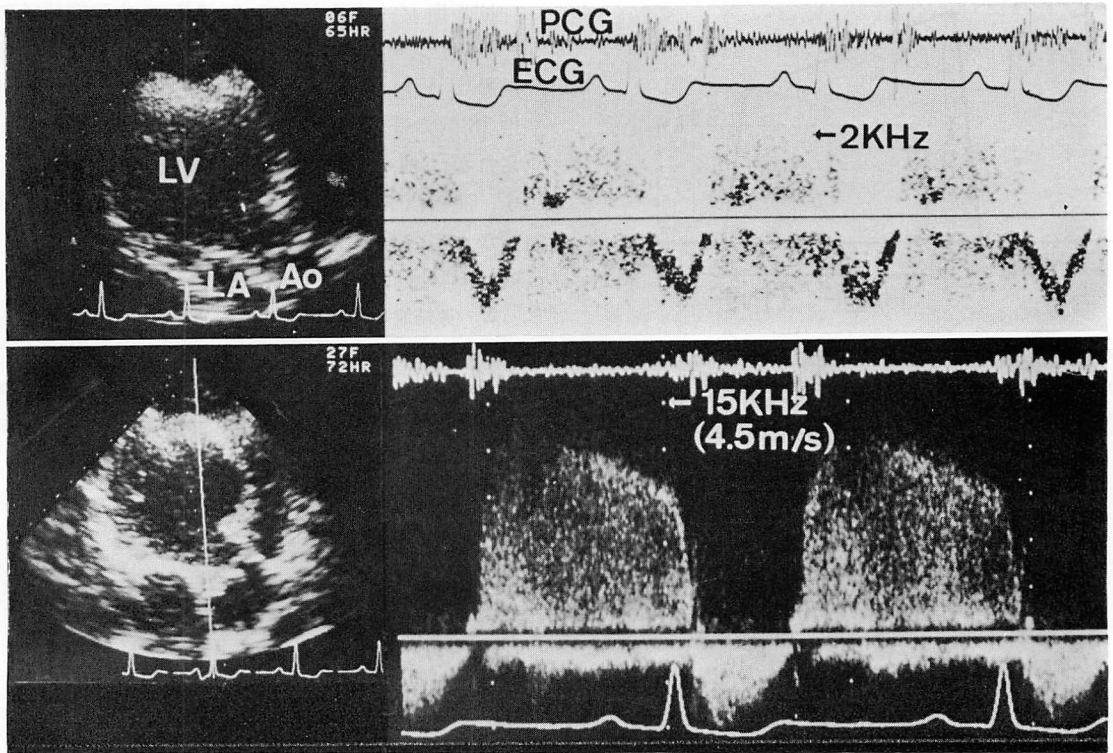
Pulsed (top) and continuous wave (bottom) Doppler recordings of the left ventricular outflow tract in a patient with aortic regurgitation.
